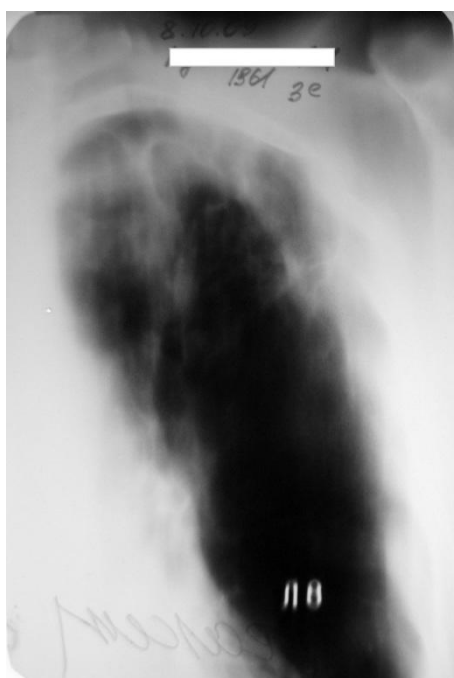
Томограмма левого легкого больного К. через 6 месяцев лечения. Слева в S1-2 система тонкостенных полостей.
